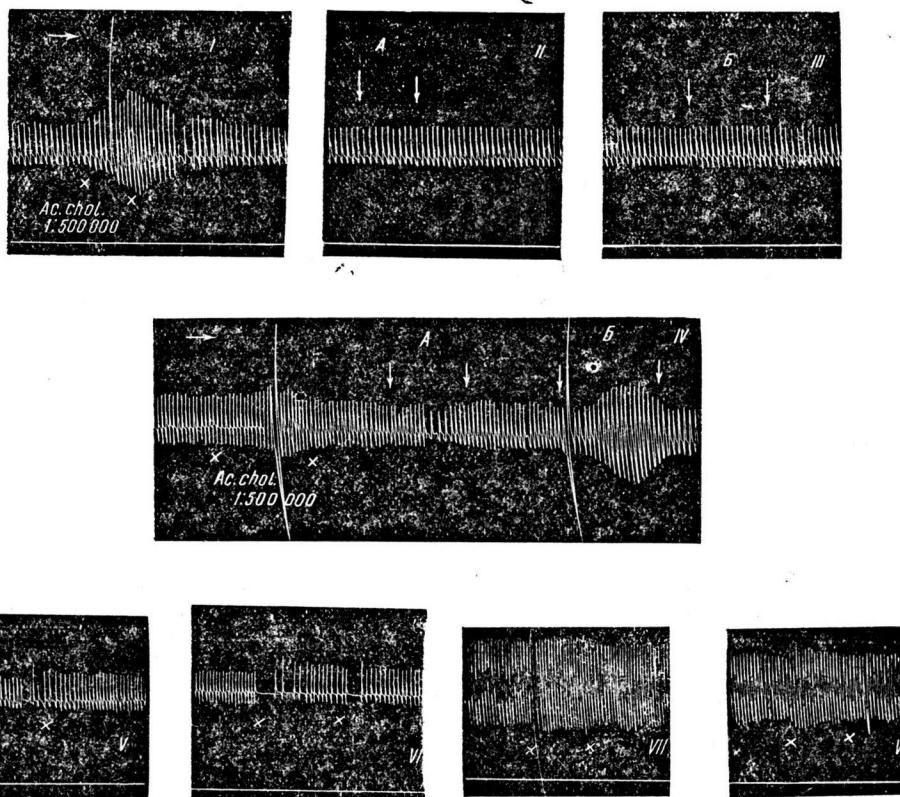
Изменение чувствительности синуса к механическому давлению. Гервый ряд—нормальная реакция на ацетилхолин (I) 1 : 500 000, на повышение интрасинусного давления (II—А), на понижение его (III—Б); второй ряд (IV)—тоже после длительной перфузии эфира 1 : 100; третий ряд—реакция на повышение интрасинусного давления в норме (V) и на фоне уретана 1 : 100 (VI); реакция на понижение того же давления в норме (VII) и на фоне хлоралгидрата 1 : 100 (VIII).
